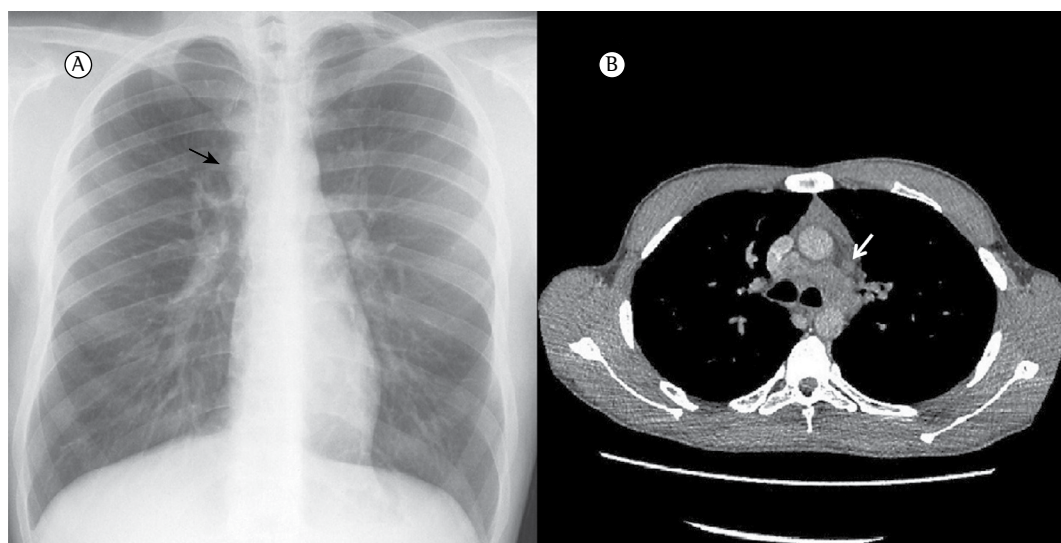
(A) Radiografia de tórax em incidência posteroanterior mostrando alargamento da faixa paratraqueal (seta). (B) TC de tórax de alta resolução revelando linfonodomegalias mediastinais (seta).
